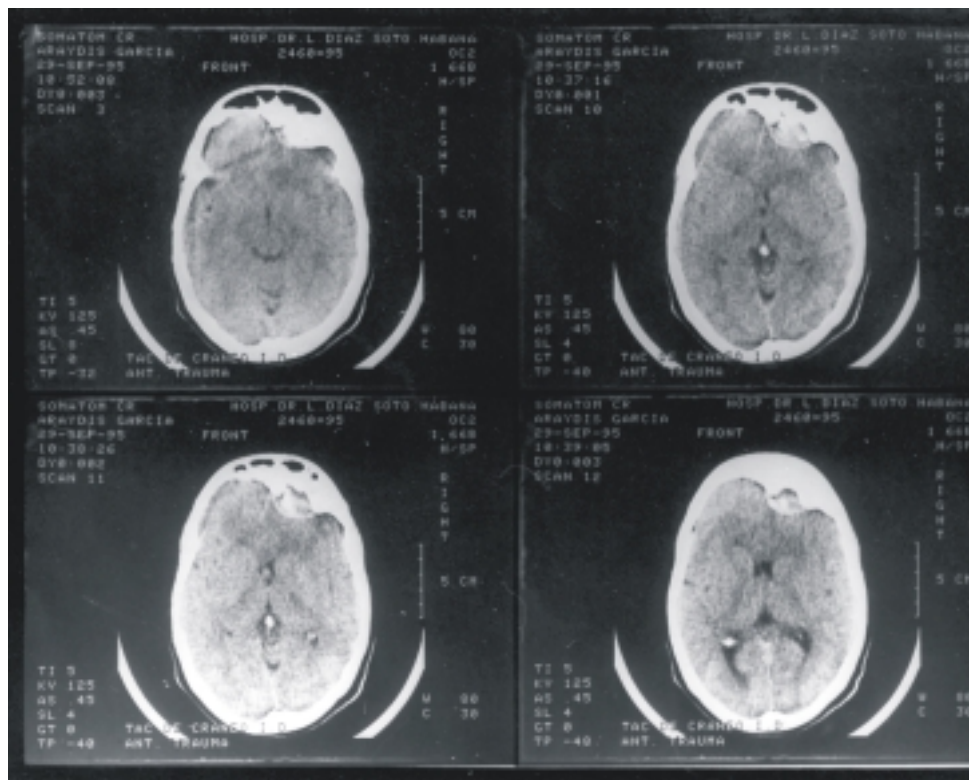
Tomografía computadorizada. Se observa gran hiperostosis frontal interna a expensas de la pared posterior del seno frontal derecho más la presencia de una colección hipodensa encapsulada.
